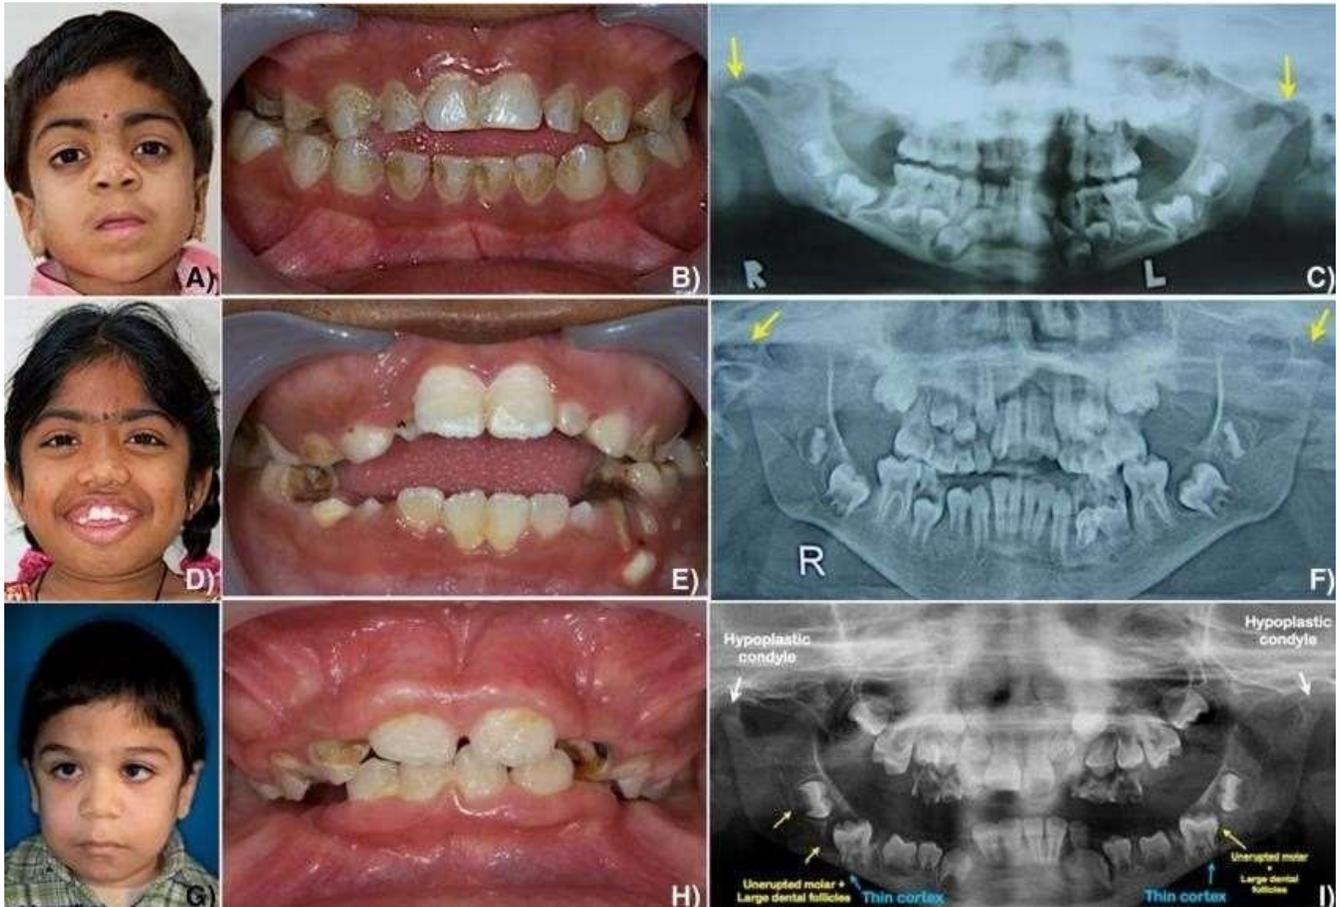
Rasgos faciales, mordida abierta anterior y radiografías panorámicas de los pacientes en estudio, en donde se observa la hipoplasia condilar.³¹
